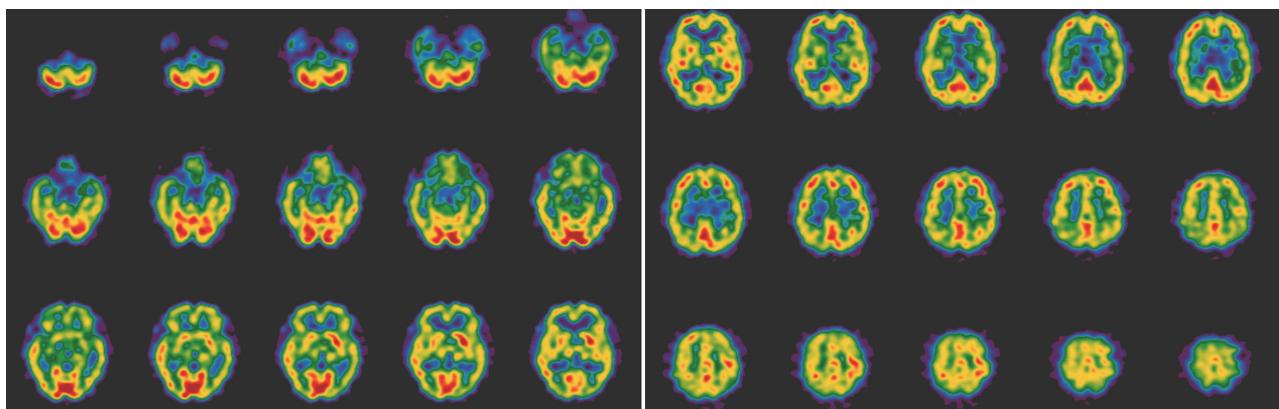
Brain SPECT. SPECT using  $^{99m}\text{Tc}$  Ethyl cysteinate dimer shows increased perfusion in left basal ganglia.
